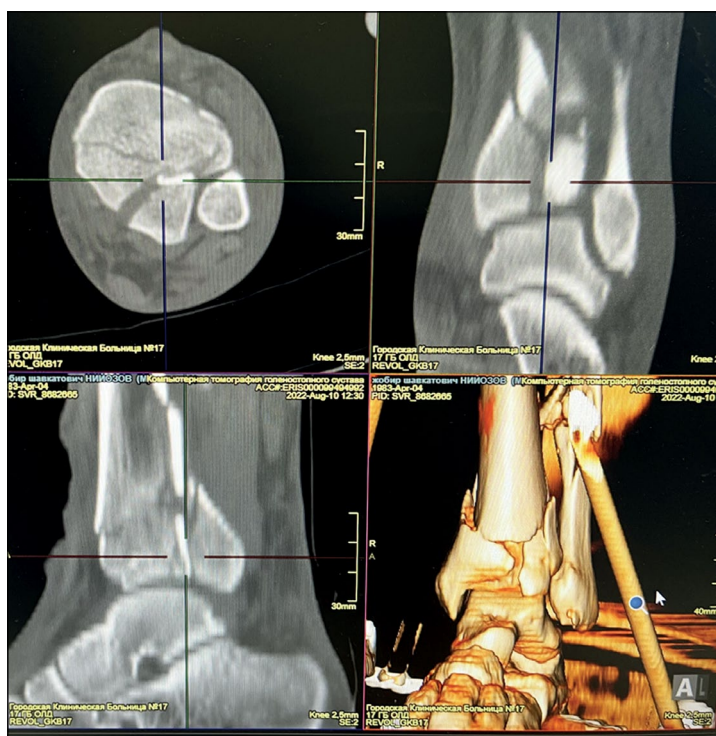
Пациент Н., 39 лет, состояние костных фрагментов до внутренней фиксации (компьютерная томография).
